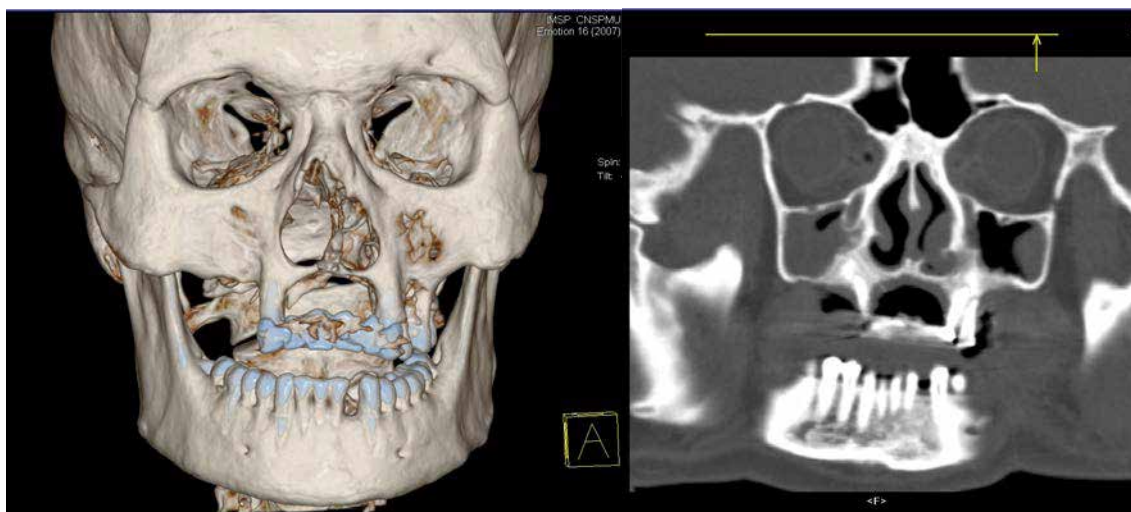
Stabilirea diagnosticului de osteomielita cronică toxică a maxilarului superior prin intermediul tomografiei computerizate
